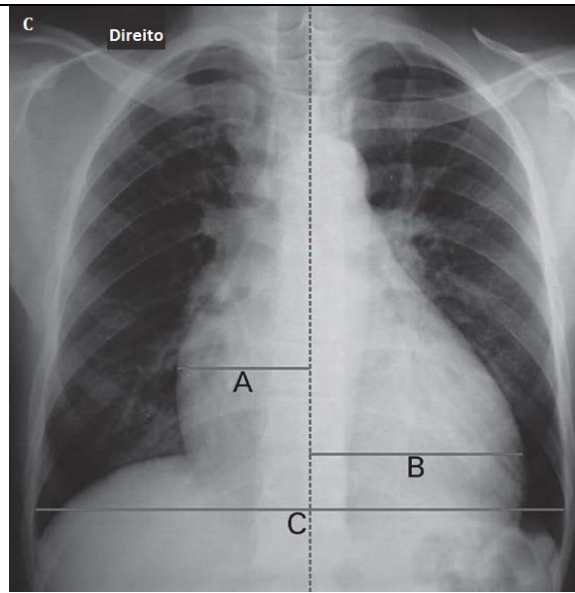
A: Área cardíaca, mediastino e contornos. Do lado direito, contornos da veia cava superior e átrio direito, do lado esquerdo, contornos do arco aórtico, janela aortopulmonar (JAoP) e ventrículo esquerdo. B: Compartimentos do mediastino na radiografia de tórax lateral: Linhas que dividem o mediastino em compartimentos com base na probabilidade de massas mediastinais estarem em um ou outro compartimento (anterior, médio e posterior). C: Diâmetro transverso do coração e do tórax, importante para mensurar o índice cardiorádico ($ICT = A+B/C$).
